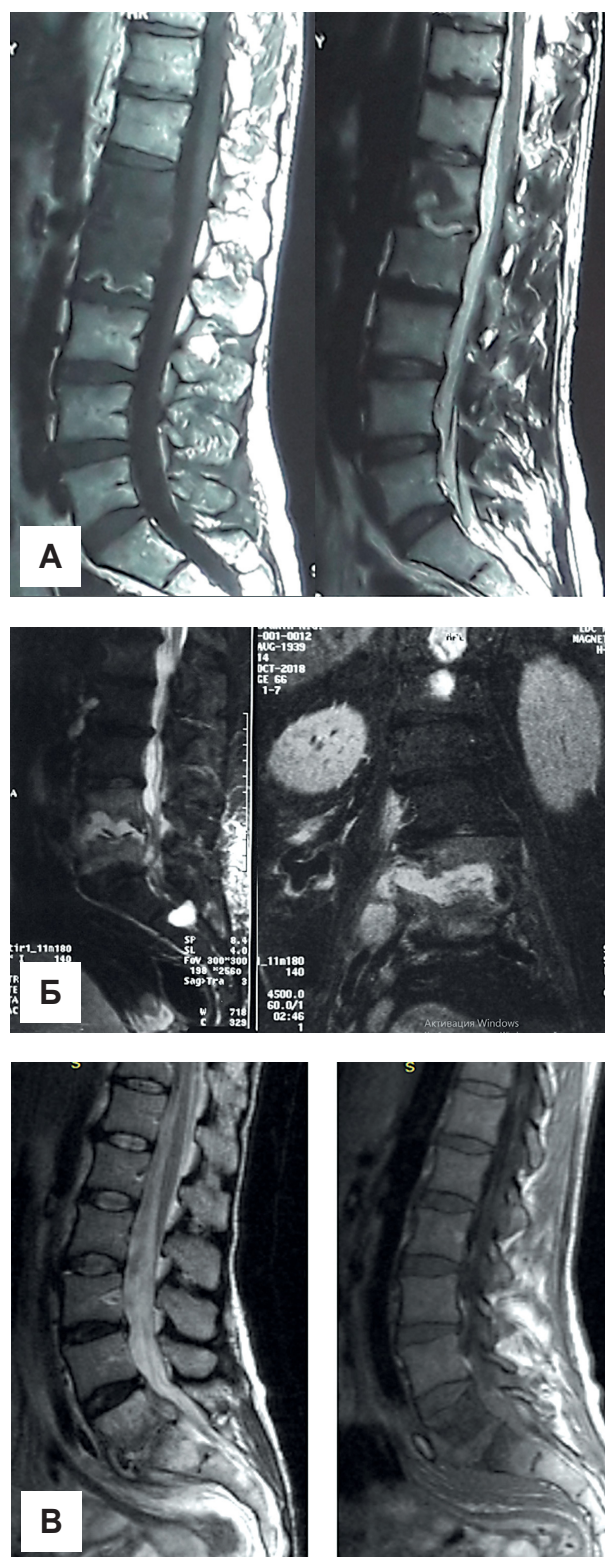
МРТ-исследование поясничного отдела позвоночника. А. Спондилодисцит L1-2; Б. Спондилодисцит L4-5 с наличием эпидурального абсцесса и псоас-абсцесса; В. Спондилодисцит L5-S1 с наличием эпидурального абсцесса.
